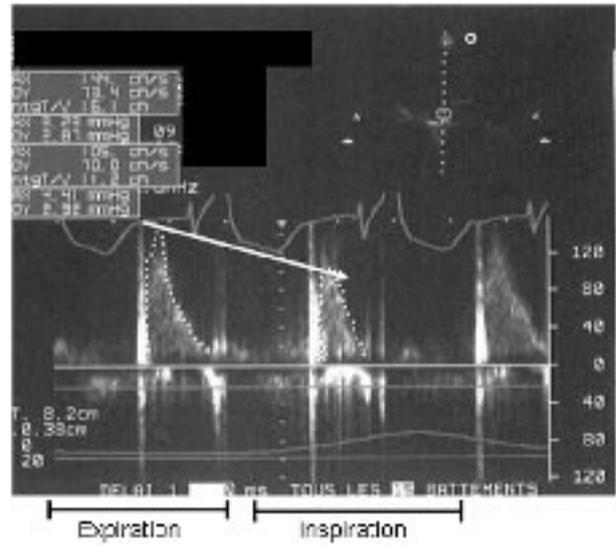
Doppler pulsé du flux mitral témoignant de la diminution inspiratoire du retour veineux pulmonaire au ventricule gauche.
